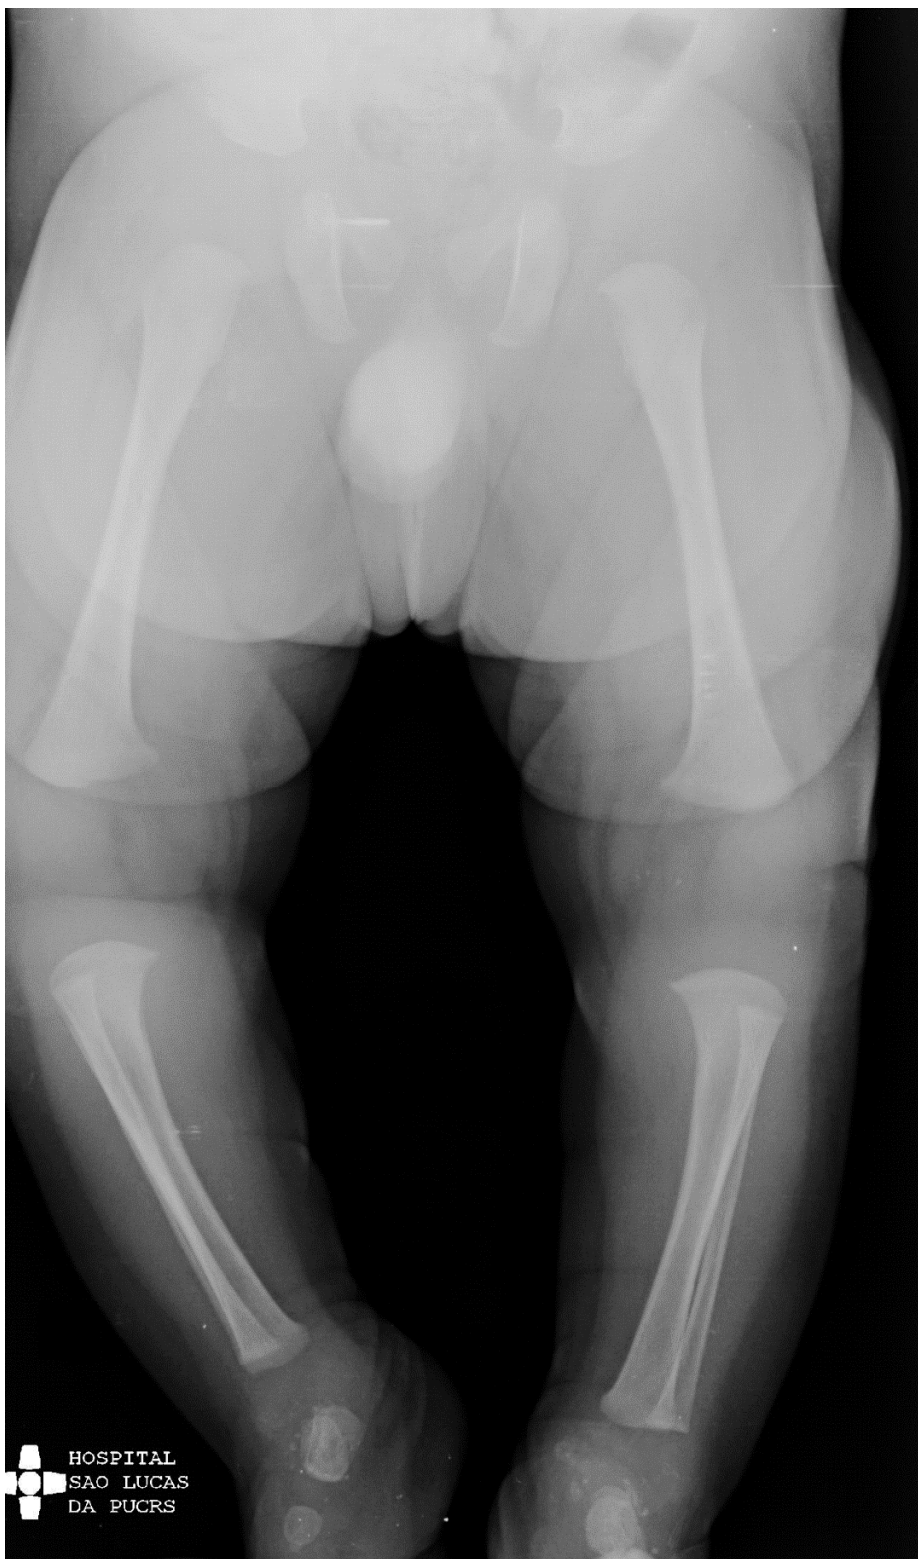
Radiografia panorâmica de membros inferiores demonstrando ausência de focos de calcificação em epífises ósseas, e a presença de calcificações em partes moles.
